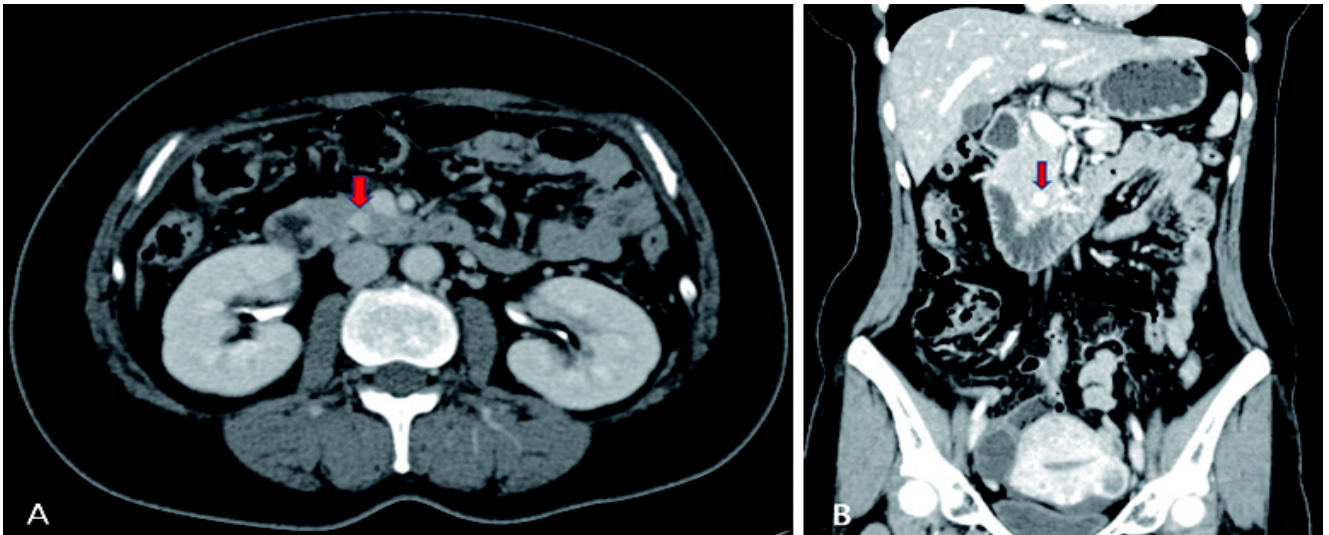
Abdominal computed tomographic scan shows a 1.1cm sized contrast enhanced lesion at uncinus process of pancreas (red arrow). (A: transverse view, B:coronal view)
